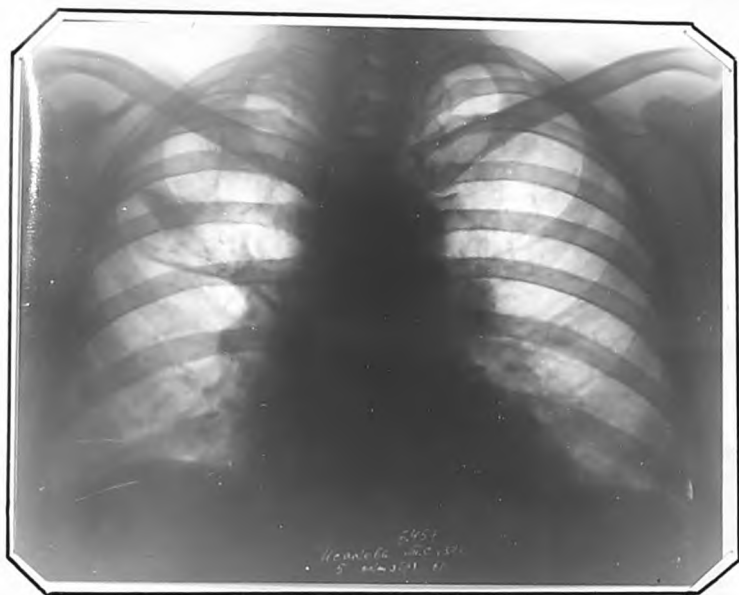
Рентгенограмма г. И., 52 лет, от 5. X. 1961 г.
